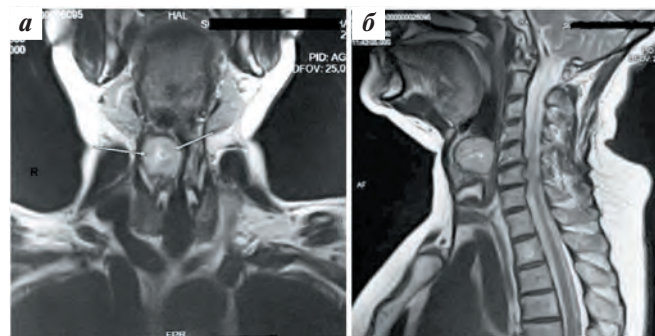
Магнитно-резонансная томография. Определяется объемное образование: а — проекция спереди; б — проекция сбоку
